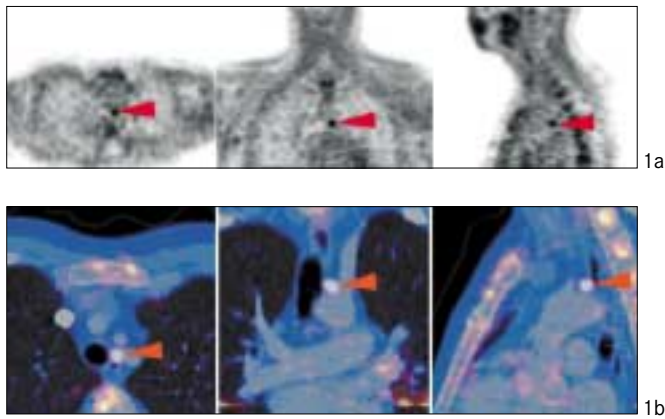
Evaluation kurzlebiger PET-Radiopharmaka: Dialysepatient nach Nierentransplantation und Zustand nach zweifacher Operation im Halsbereich wegen Überfunktion der Nebenschilddrüsen (sekundärer Hyperparathyreoidismus) ohne intraoperative Identifikation der Adenome. Nachweis eines mediastinalen Nebenschilddrüsenadenoms im dorsalen mittleren Mediastinum mit C-11-Methionin und der PET durch hochauflösende räumliche Darstellung (Abb. 1a). Die Fusion von PET und CT (Abb. 1b) war zur genauen anatomischen Lokalisation des Nebenschilddrüsenadenoms nahe des Aortenbogens und damit für eine optimale Operationsplanung hilfreich
